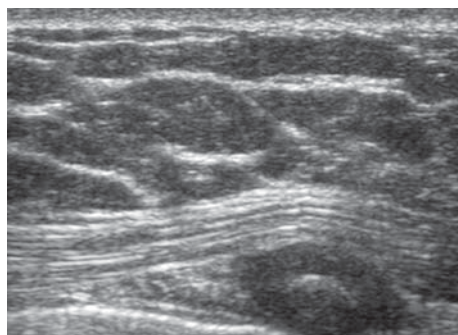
УЗИ: жировая ткань
